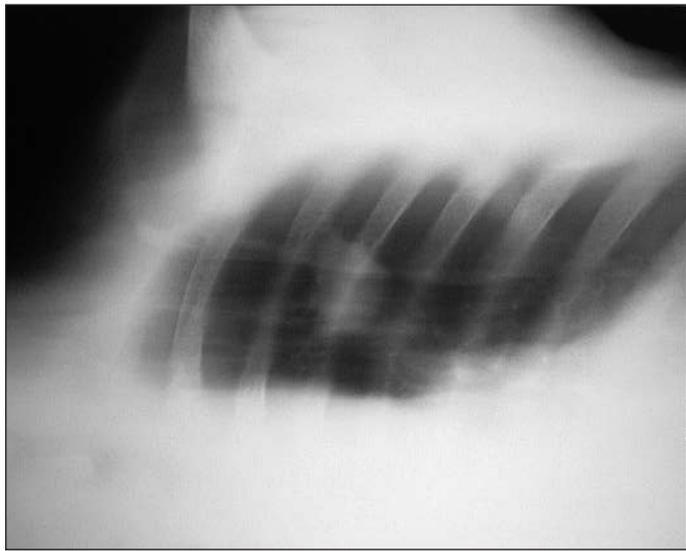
Линейная томограмма грудной клетки.
